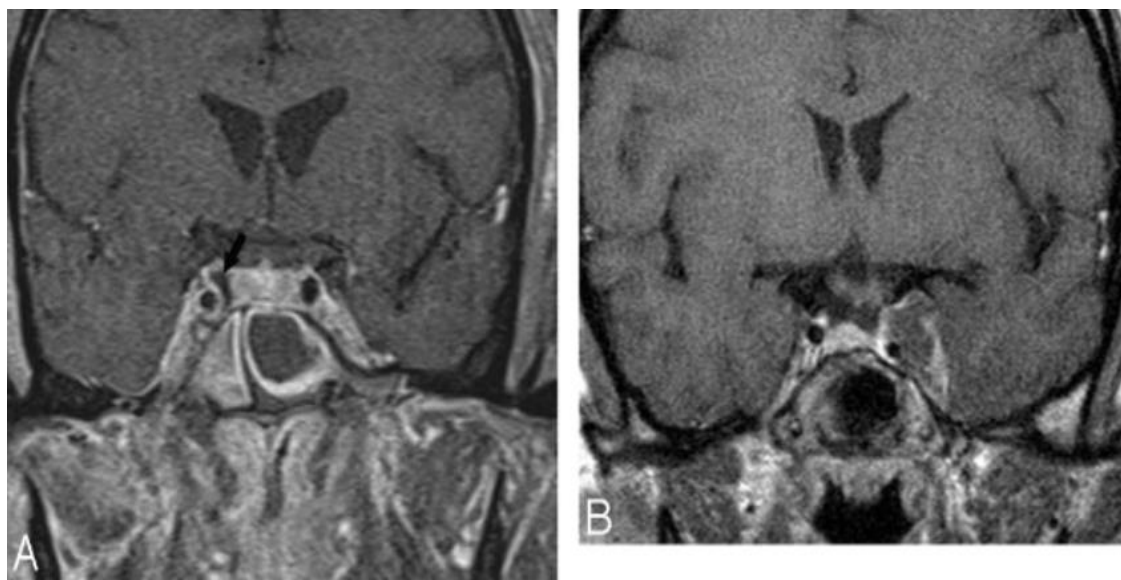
IRM d'une thrombose du sinus caverneux [39].
